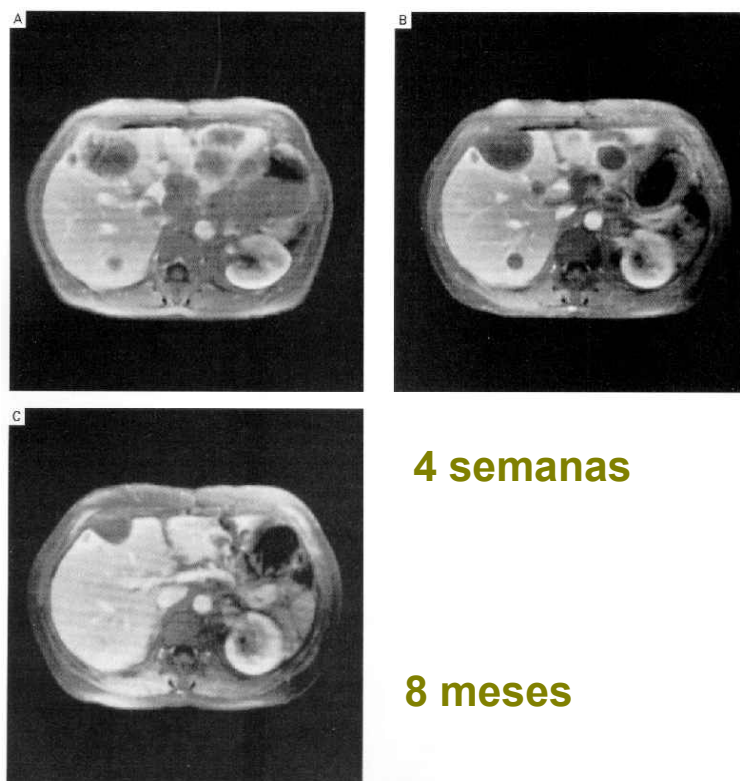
TAC con la evolución de la primera paciente GIST tratada con Glivec.
